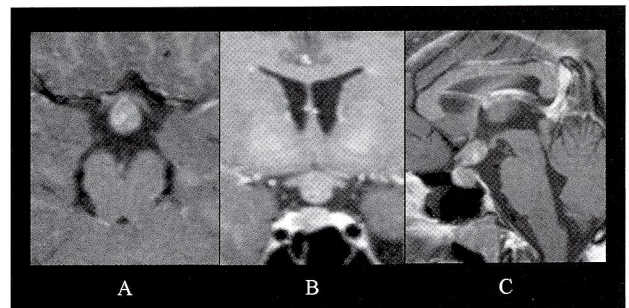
Contrast-enhanced MRI revealed a heterogeneously enhanced mass localized in the neurohypophysis extending to the suprasellar.
